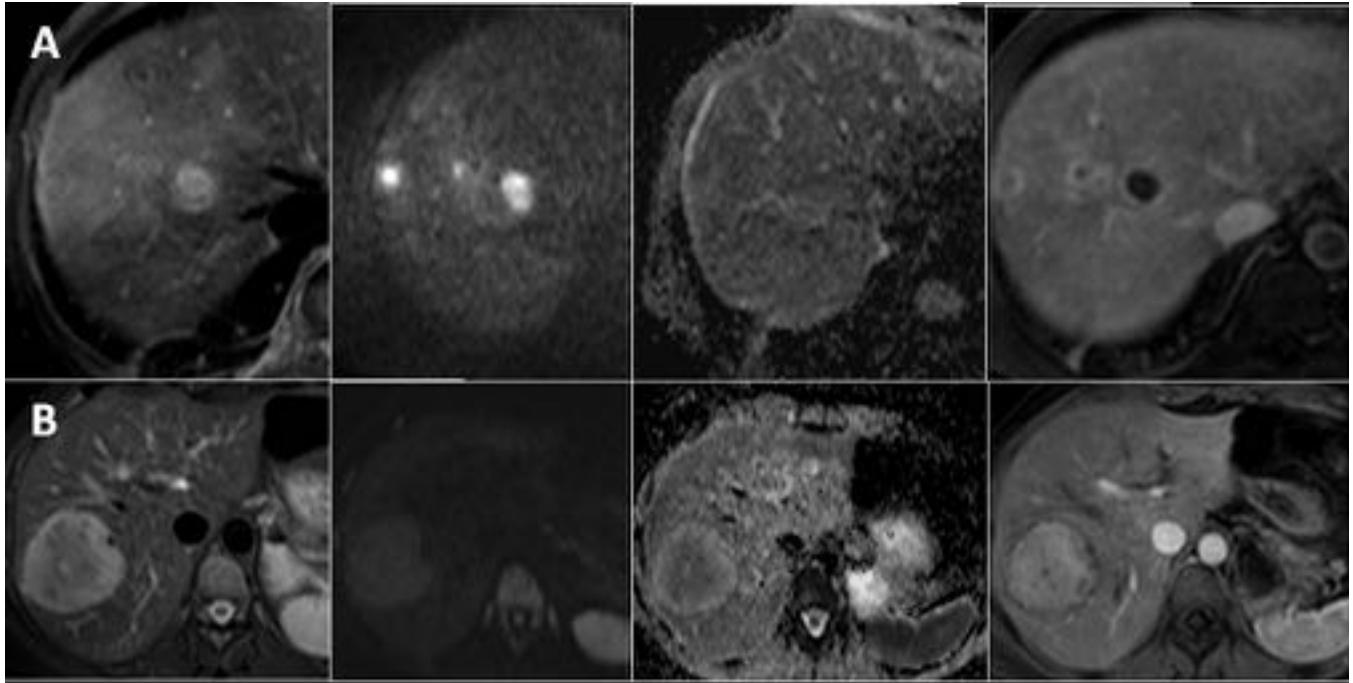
Lesiones quística complejas (A: abscesos hepáticos) y sólidas benignas (B: adenoma) que pueden interpretarse como falsos positivos de malignidad, por la presencia de pus en los primeros y por la alta densidad celular de los segundos. De izquierda a derecha imagen de RM STIR, difusión b 1000, mapa de ADC y T1 con contraste en fases portal (arriba) y arterial tardía (abajo).
